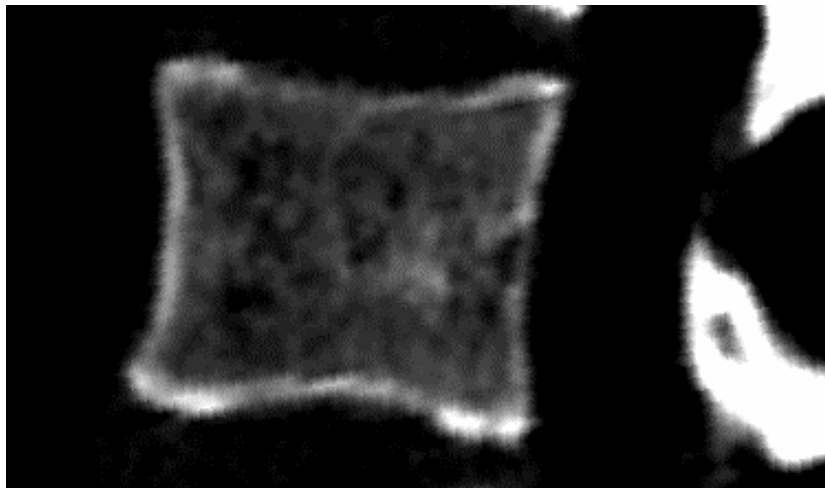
Koronares CT-Schnittbild eines Lendenwirbelkörpers (LWK 3).
